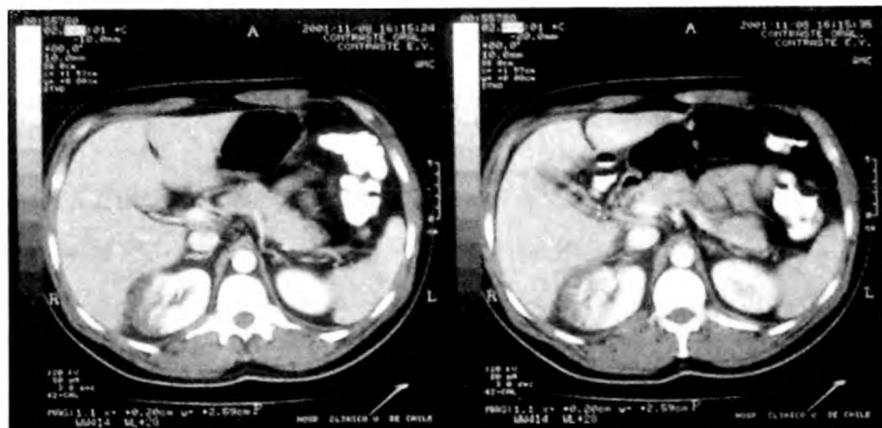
Angio-TAC de Abdomen que demuestra defecto de perfusión de límites no claramente precisados a nivel del tercio medio del riñón derecho compatible con Infarto renal.
